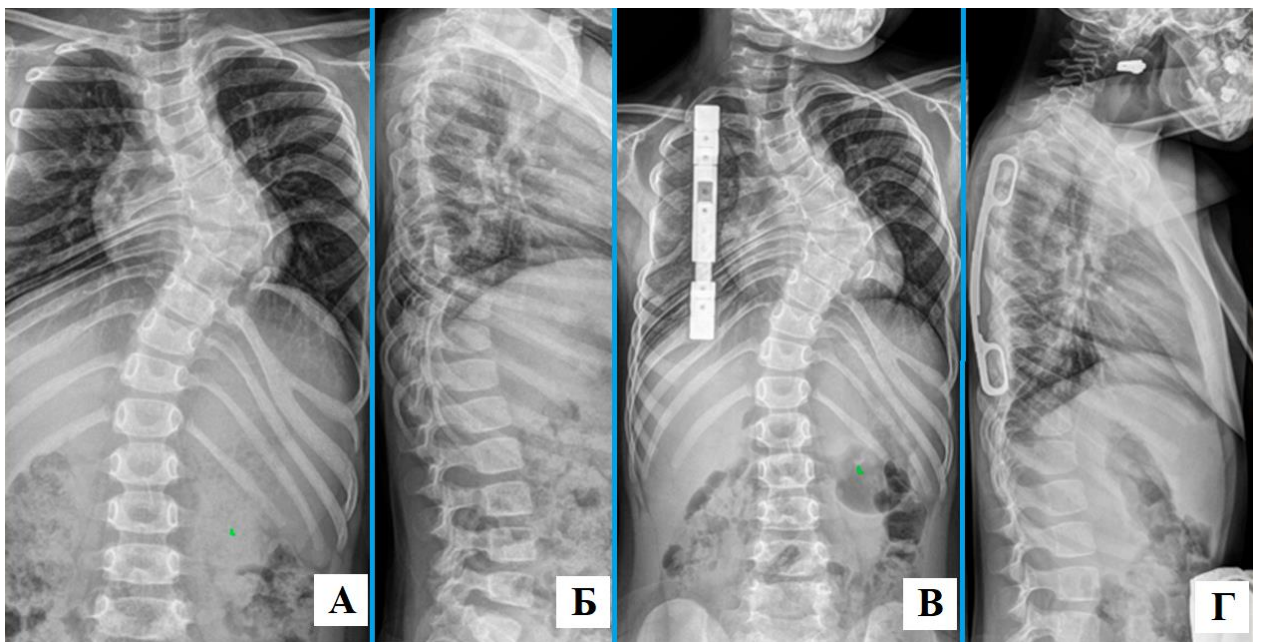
Рентгенограммы пациента В. (5 лет) с диагнозом врожденный сколиоз при одностороннем несегментированном боковом стержне Th4-Th8 и синостозе ребер. Рентгенограмма позвоночника в прямой (А) и боковой (Б) проекции до проведения хирургического лечения; рентгенограммы позвоночника в прямой (В) и боковой
